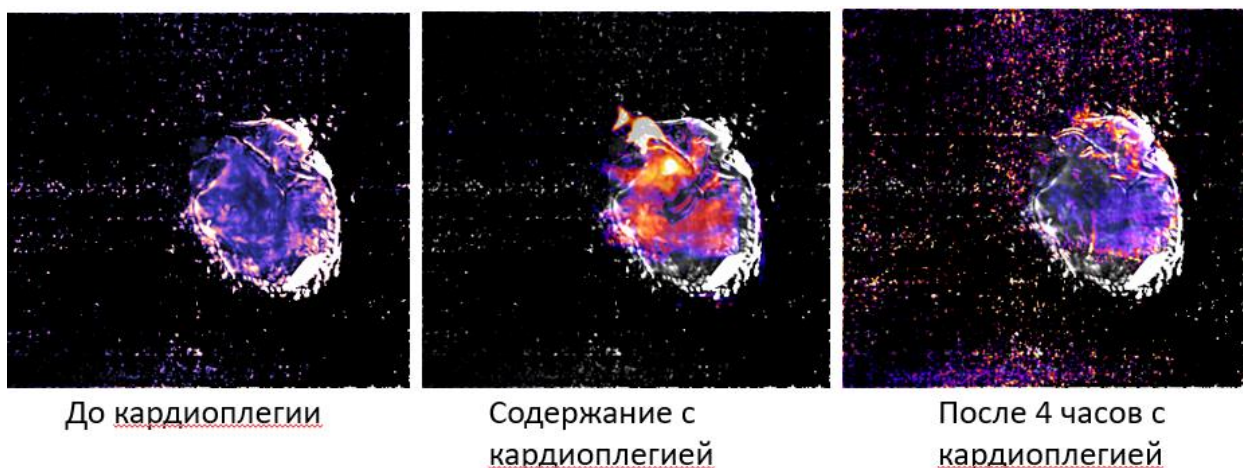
Регистрация флуоресценции NADH до, во время и после 4 часов перфузии с кардиopleгическим раствором «Нормакор»
